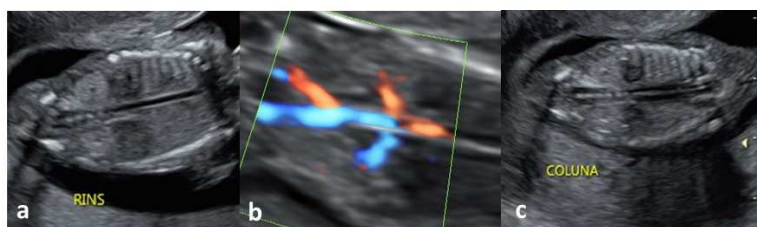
Corte coronal dos rins e coluna fetais no primeiro trimestre, demonstrando em: 13a. Rins fetais sem o Doppler; 13b. Artérias renais com Doppler Colorido e; 13c. Corte coronal da coluna fetal.
